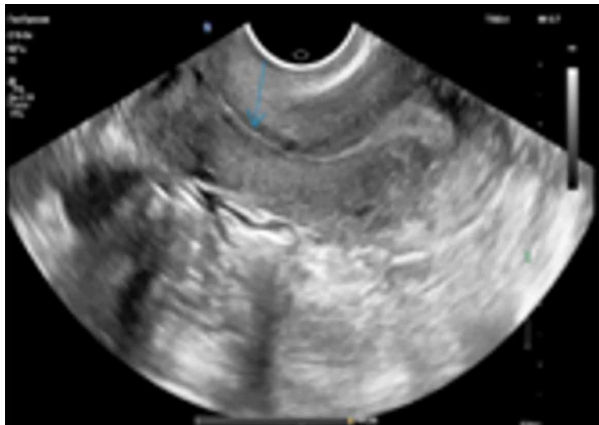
УЗИ шейки матки пациентки Н. Восстановительное лечение композицией инъекционного гетерогенного имплантируемого геля *Сферо*[®]ГЕЛЬ, срок наблюдения 6 мес., проходимость цервикального канала сохранена на всем протяжении, по цервикометрии – диаметр составил 5,2 мм.
